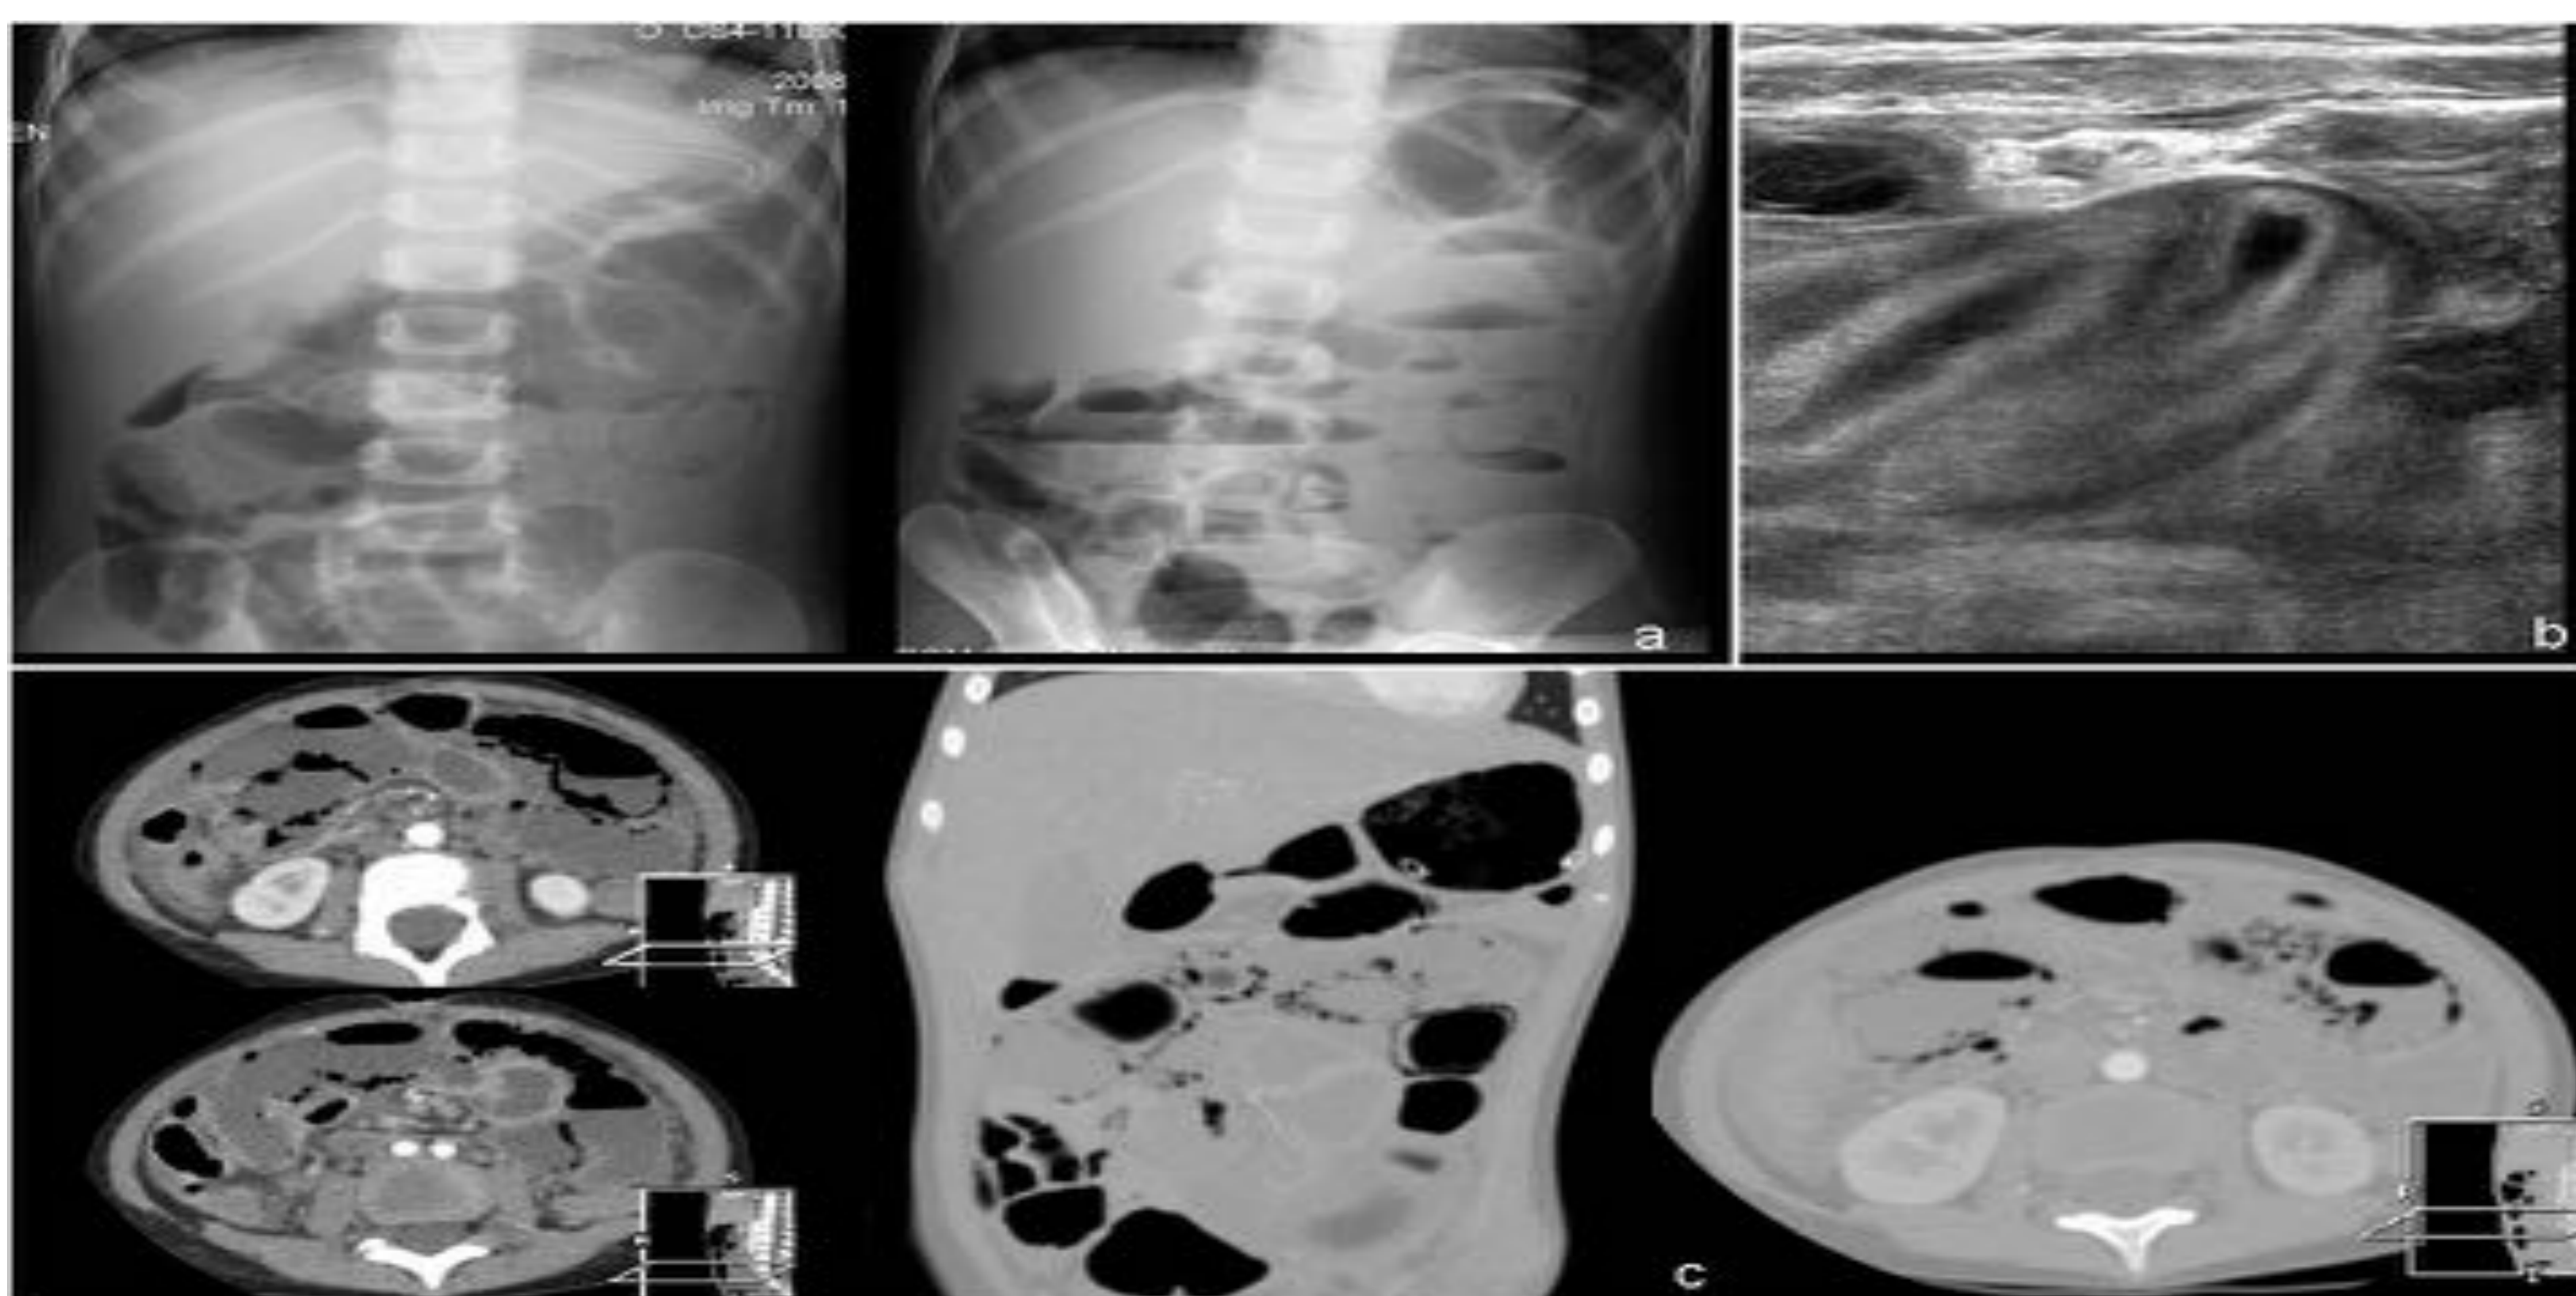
Vasculitis con isquemia intestinal. Paciente de 2 años con fiebre de origen desconocido y vasculitis. Dolor abdominal severo. La Rx simple de abdomen (a) muestra dilatación de asas, niveles hidroaéreos y signos de neumatosis intestinal. En ecografía abdominal (b) se observa dilatación de asas de delgado con engrosamiento parietal y líquido libre. La TC con contraste (c) pone de manifiesto una dilatación de asas de yeyuno con neumatosis en la pared, líquido libre y hepatomegalia.
